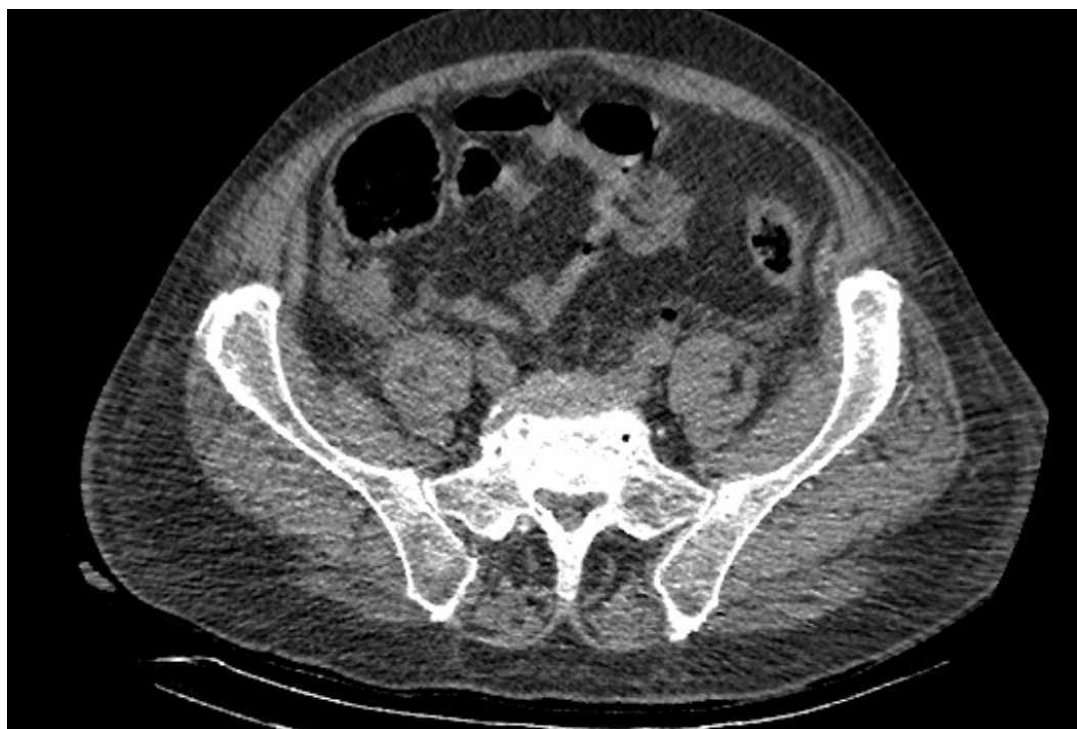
Компьютерная томография органов брюшной полости, забрюшинного пространства, органов малого таза. Газ в левом мочеточнике
